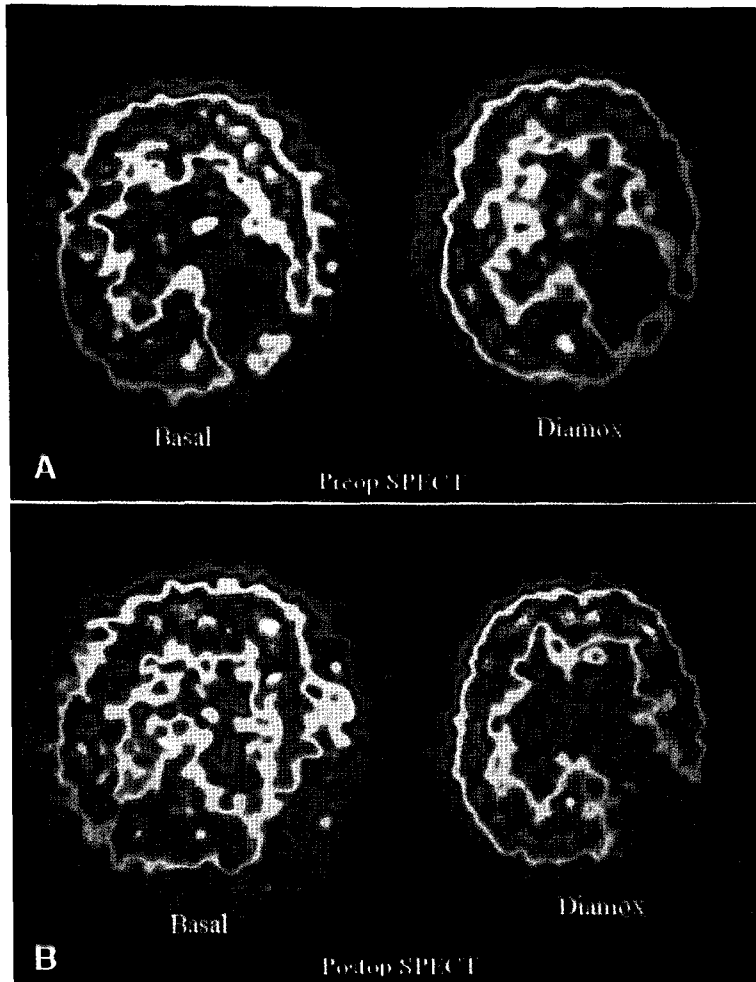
(A) Pre-operative SPECT of a 47-year-old woman (case 4) shows a large perfusion defect in the left temporoparietal area due to hematoma. But there is no definite blood flow increase in acetazolamide SPECT. (B) There is also no blood flow increase in post-operative SPECT.
